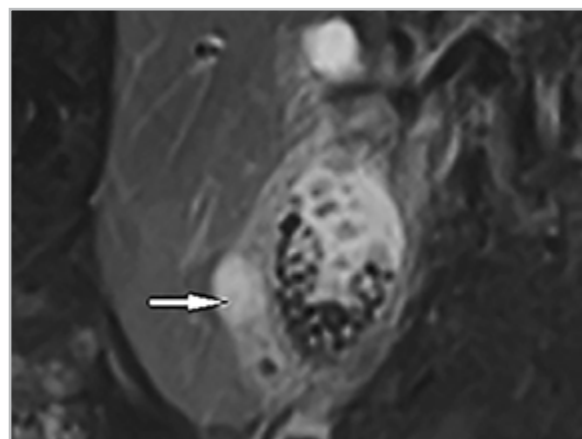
МР-томограмма брюшной полости, T2-ВИ с подавлением сигнала от жира во фронтальной плоскости – стенки желчного пузыря утолщены, слоистые, в паравезикальной клетчатке пузырьки газа, образование повышенного сигнала – абсцесс (стрелка)
